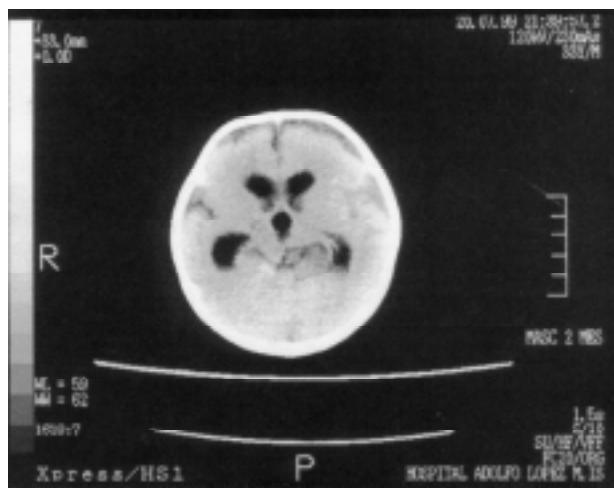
Tomografía axial computarizada que muestra atrofia cortical e hipodensidad izquierda.
